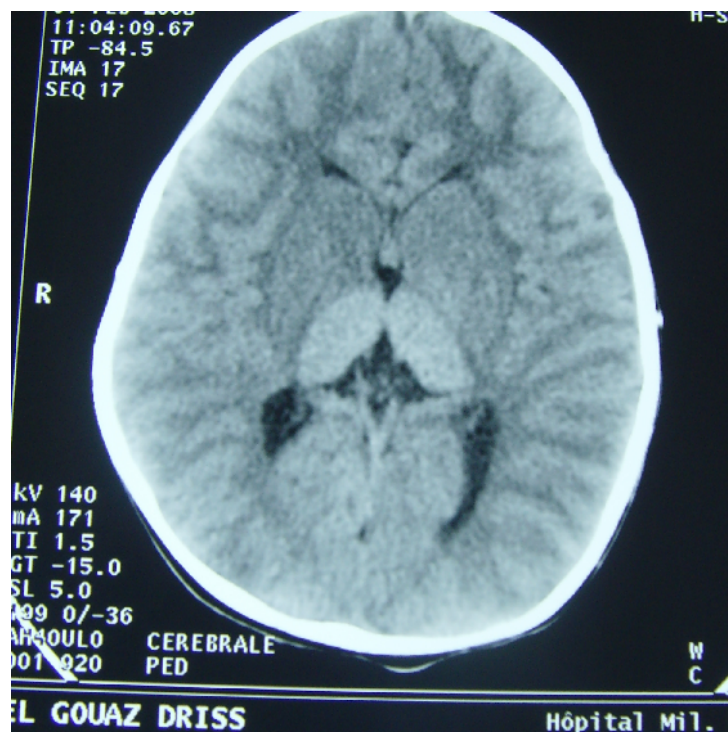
TDM cérébrale: Hyperdensité bilatérale des thalamus avec une hypodensité accentuée de la substance blanche [115].
